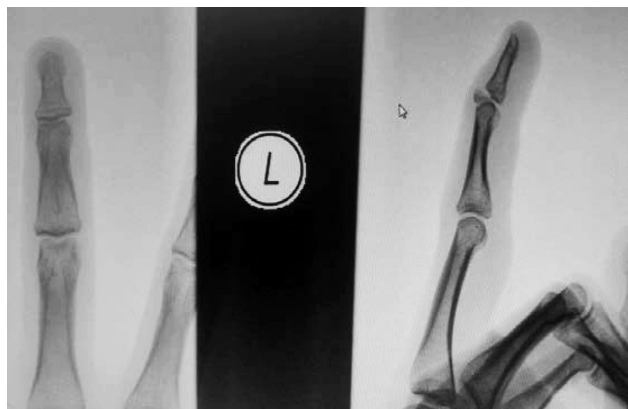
Прямая рентгенограмма, 3б. Боковая проекция
